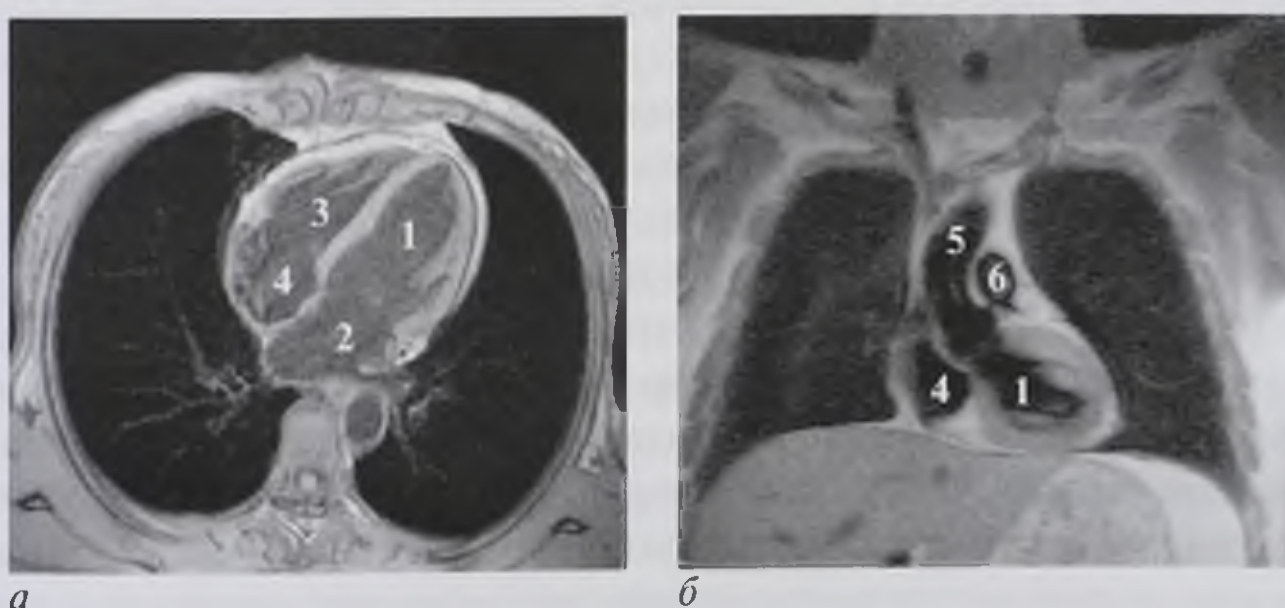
Магнитно-резонансные томограммы сердца в аксиальной (*а*) и фронтальной (*б*) плоскостях: 1 — левый желудочек; 2 — левое предсердие; 3 — правый желудочек; 4 — правое предсердие; 5 — восходящая аорта; 6 — легочная артерия
